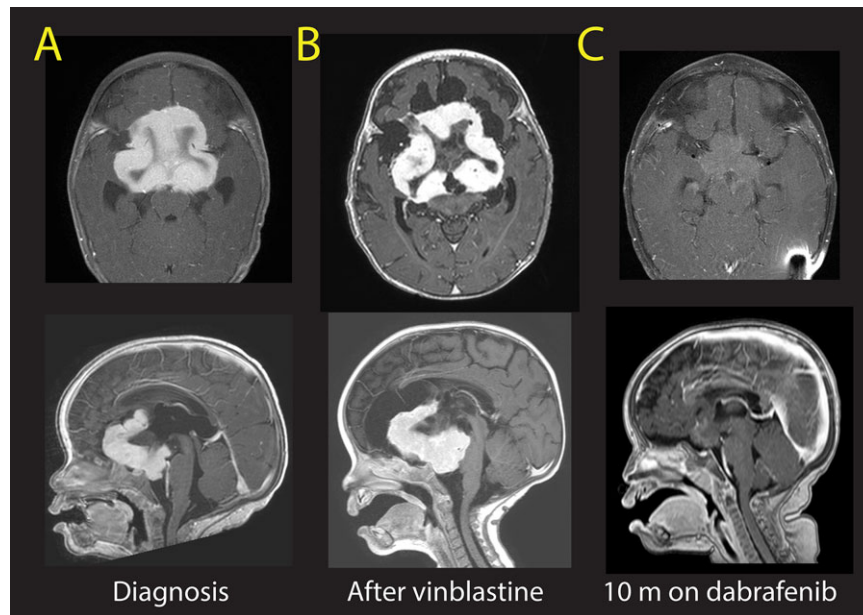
Cranial MRI (axial and sagittal T1 plus gadolinium) findings (suprasellar mass characterized by bilateral expansion of optic tracts, chiasm, and intracanalicular portion of the optic nerves) at diagnosis (A), after treatment with vinblastine (B), and after 10 months with dabrafenib (C)
